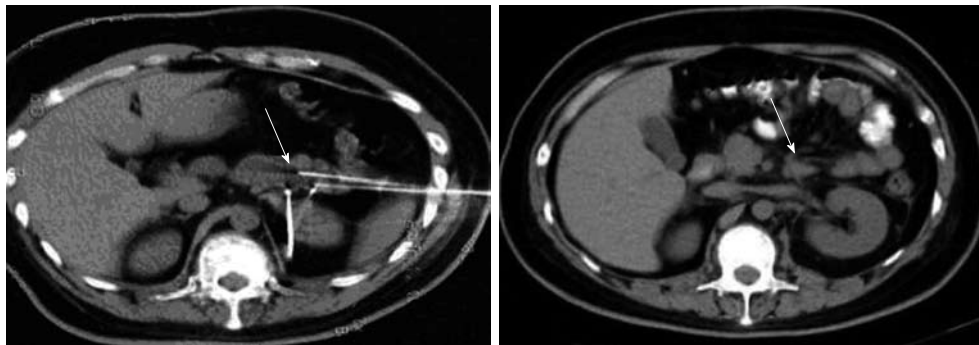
通过CT观察术中冷冻情况及术后愈合情况。A: 在CT引导下用3支1.7 mm探针穿刺入胰尾部肿瘤区进行冷冻; B: 冷冻2 mo后CT检测图,显示胰尾部病灶内密度均匀,大部呈坏死低密度影。
